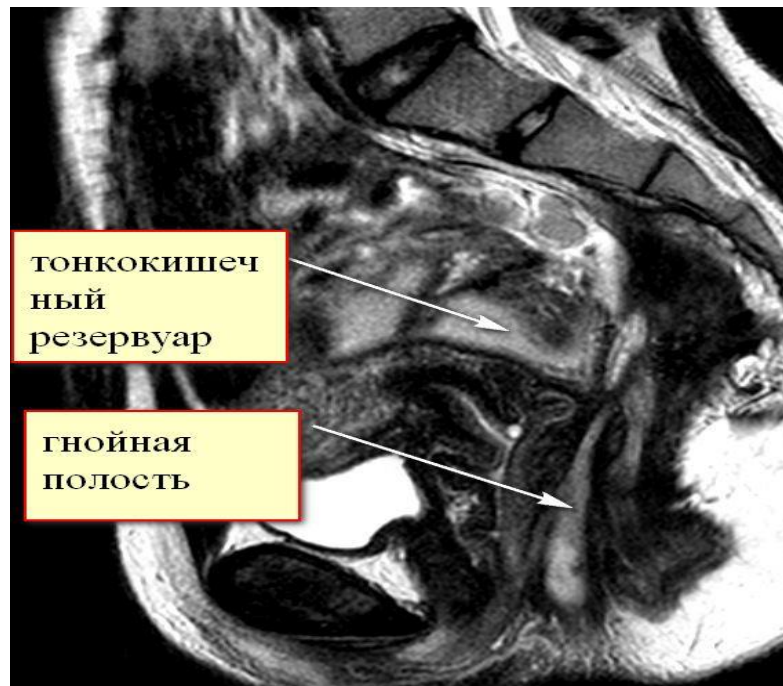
МР – томограмма больной Д., 18 лет, и/б 2764-14. Сагиттальная проекция. Стрелками указаны тонкокишечный резервуар и гнойная полость.
